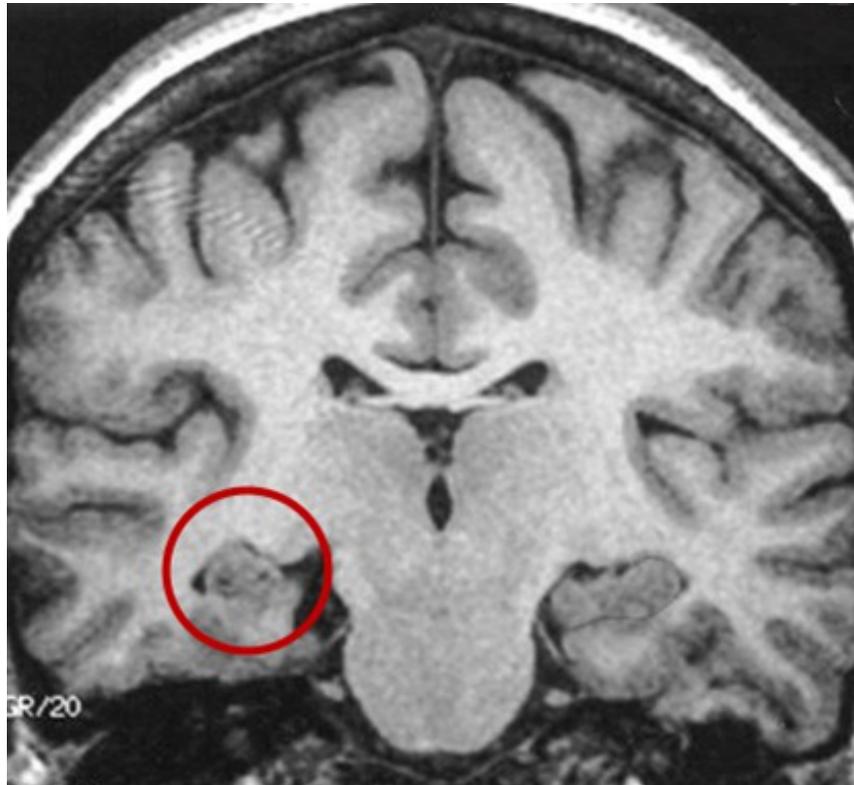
RM, Existe uma atrofia no hipocampo direito(círculo vermelho), área responsável por muitas crises epilépticas (Fonte: SOARES, 2020).
